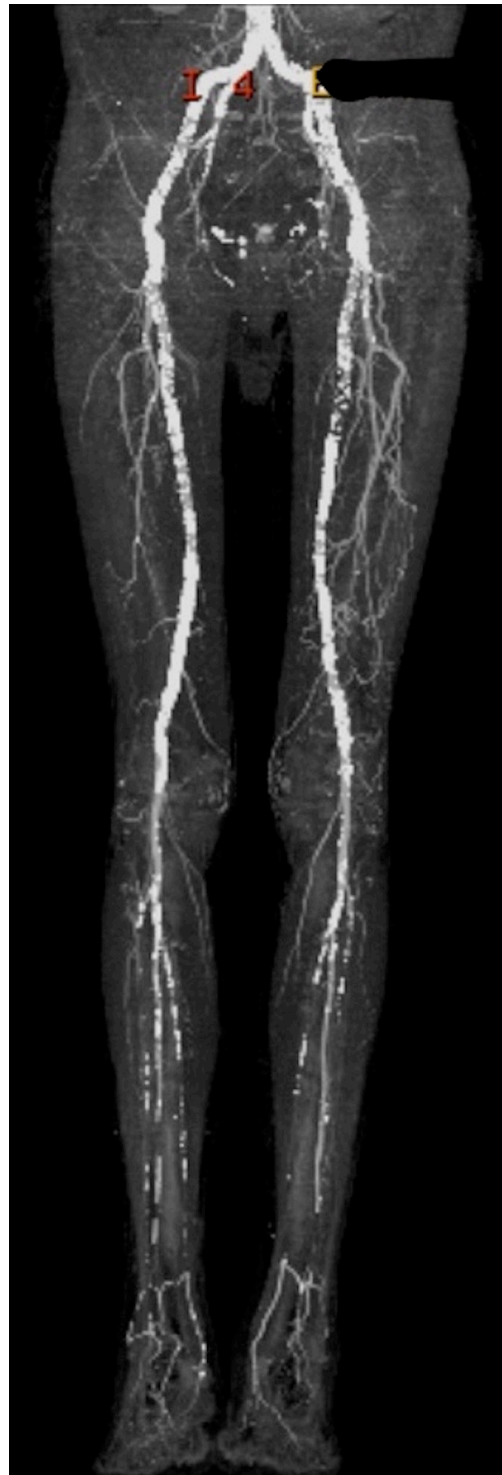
Angiotomografia pré-operatória.
